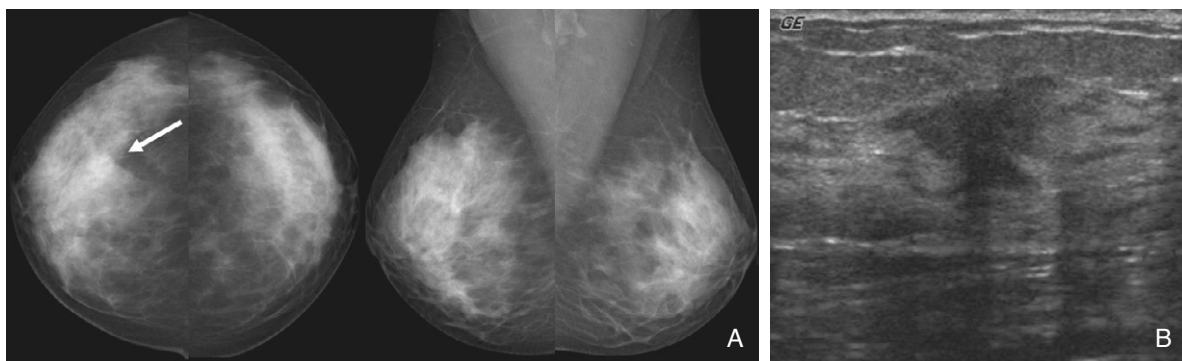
Alternative imaging-detected cancer. Initial bilateral craniocaudal and MLO mammograms (A) was initially interpreted as negative. Ultrasonogram taken at the same time (B) showed an irregular mass at right breast. A retrospective evaluation of mammogram show architectural distortion with subtle increased density (arrow) at the corresponding site.
